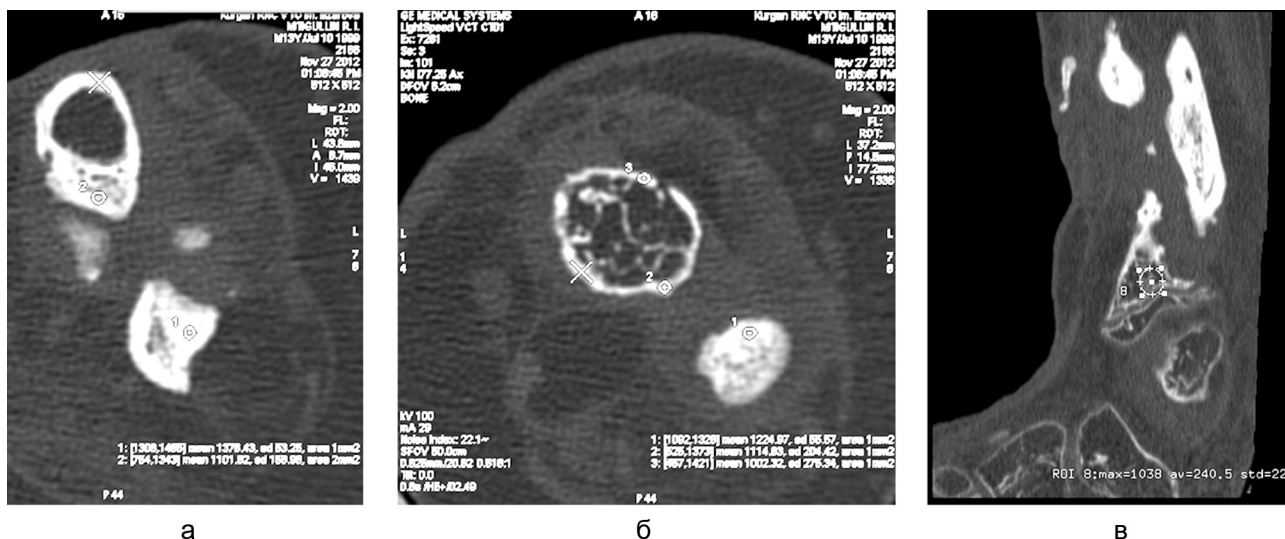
КТ голени больного М., 13 лет. Врожденный ложный сустав голени. Аксиальные срезы (а, б), MPR (в)
